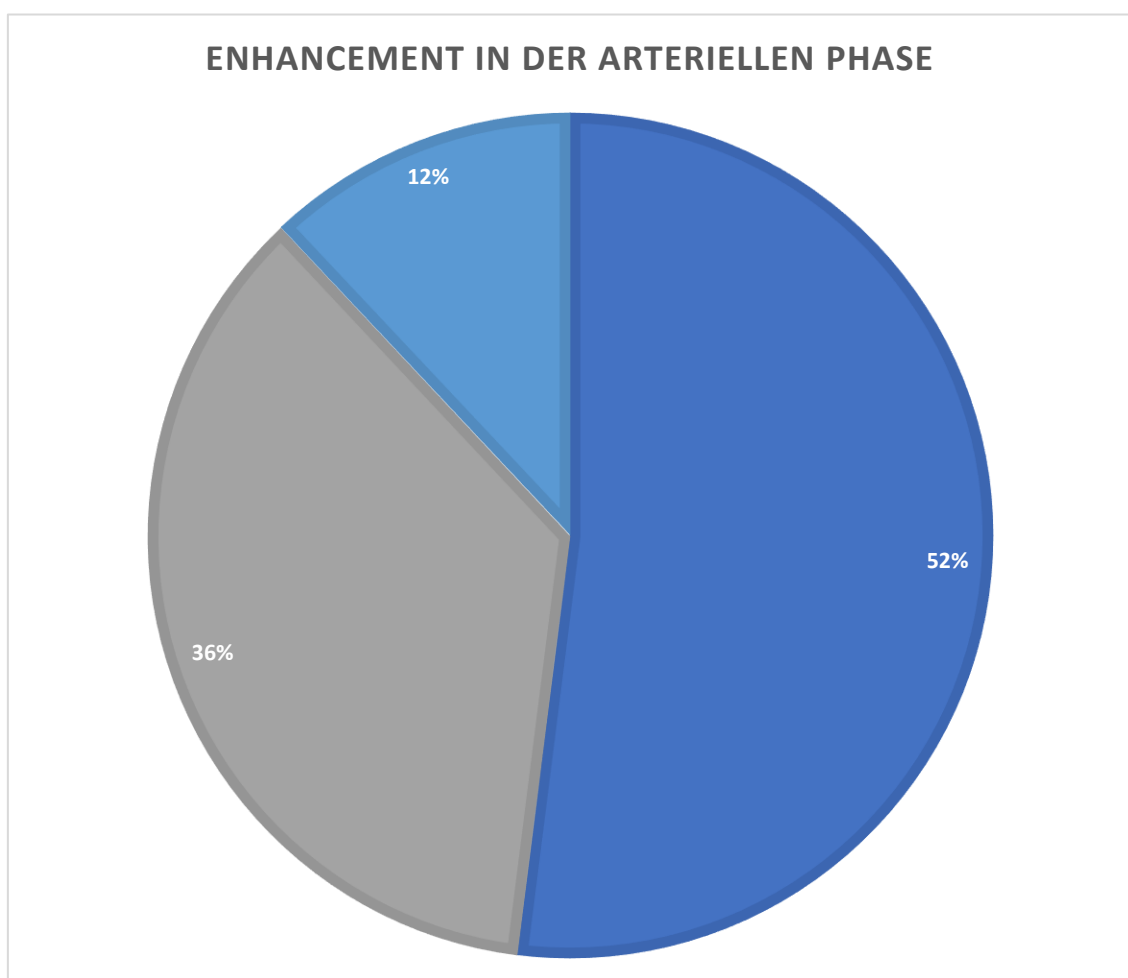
Enhancement in der arteriellen Phase bei $n = 25$ Milzläsionen (FSL) in der Kontrastmittel-Sonographie (CEUS).
